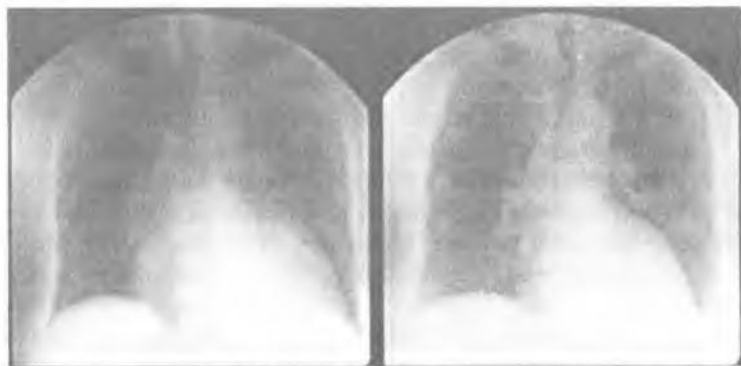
Рентгенография грудной клетки (кардиомегалия при соматотропной аденоме гипофиза)
